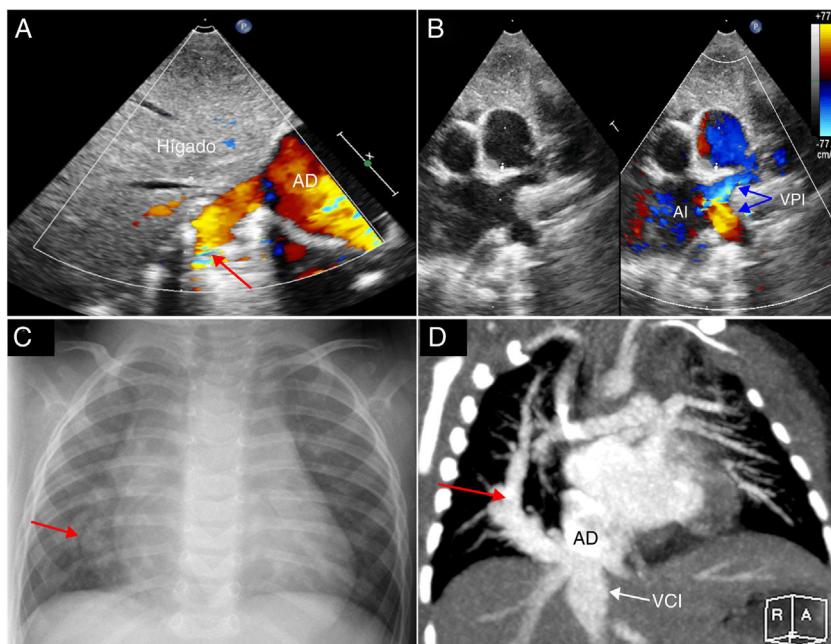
A) Ecocardiografía. Plano subcostal visualizando la vena cimitarra (flecha roja) drenando en la porción final de la vena cava inferior. B) Ecocardiografía. Plano supraesternal, mostrando el drenaje normal de venas pulmonares izquierdas a aurícula izquierda. No se observan venas pulmonares en el lado derecho. C) Radiografía de tórax. Cardiomegalia y leve congestión del pulmón derecho. La flecha roja señala la vena cimitarra. D) Angio-TC. Visión coronal. Se observa el drenaje anómalo del pulmón derecho a través de una única y dominante vena pulmonar (vena cimitarra, flecha roja), a vena cava inferior, pareciendo una espada curva originada en Oriente Medio conocida como cimitarra.
